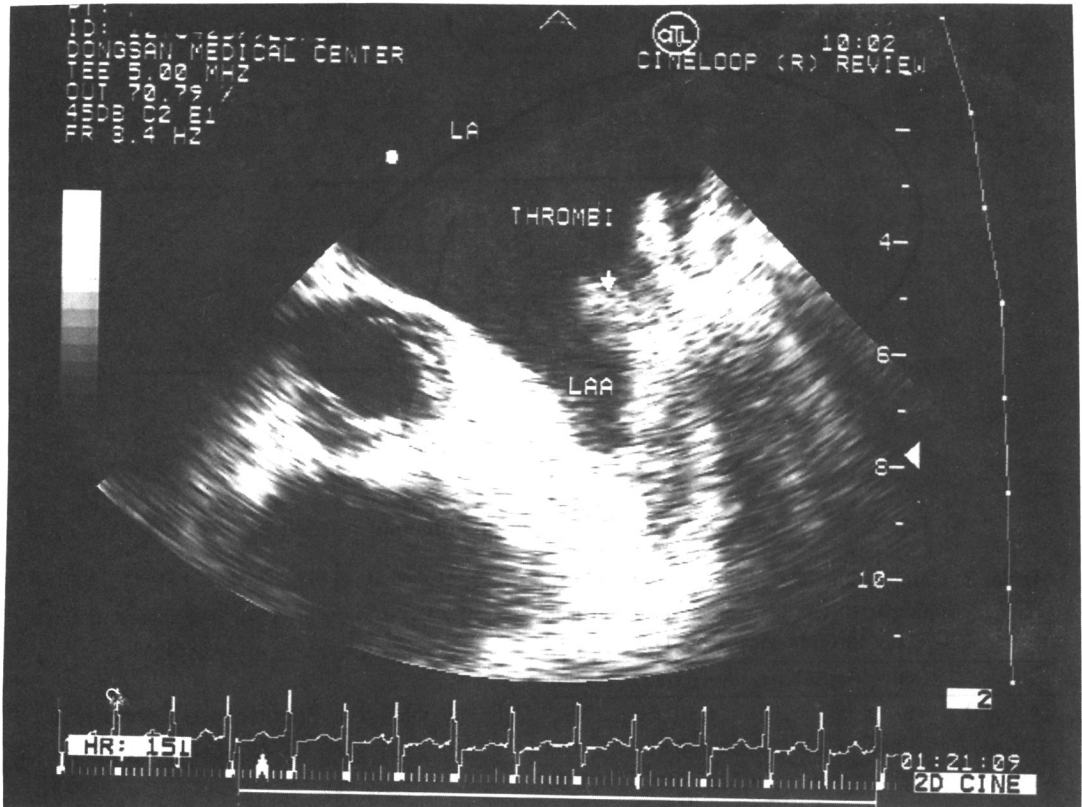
Transesophageal basal short axis of the left atrium of the level of the appendage in a patient with mitral value prosthesis. The cavity of appendage appears almost completely filled by mural thrombus (arrow).
